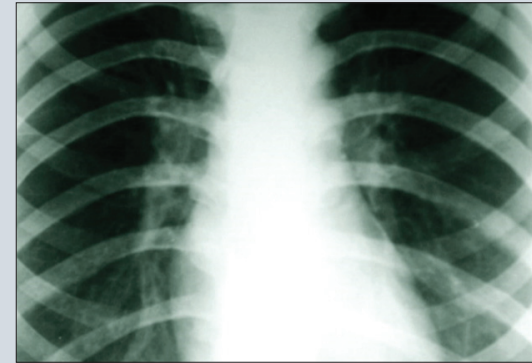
Рентгенограмма больной К. после лечения в прямой проекции
